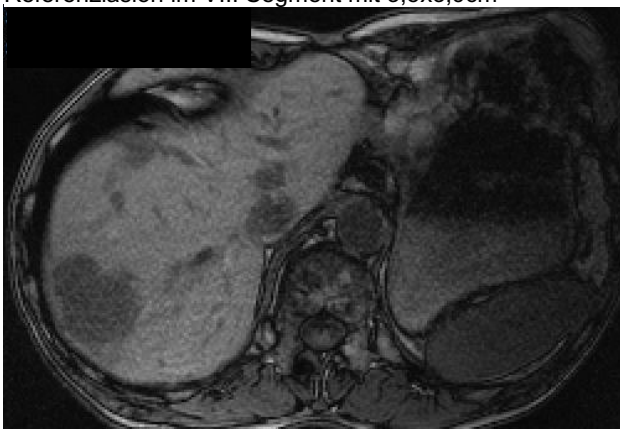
MRT bei ED der Metastasen: ähnlicher Befund, vergrößerte Leber mit multiplen Läsionen
